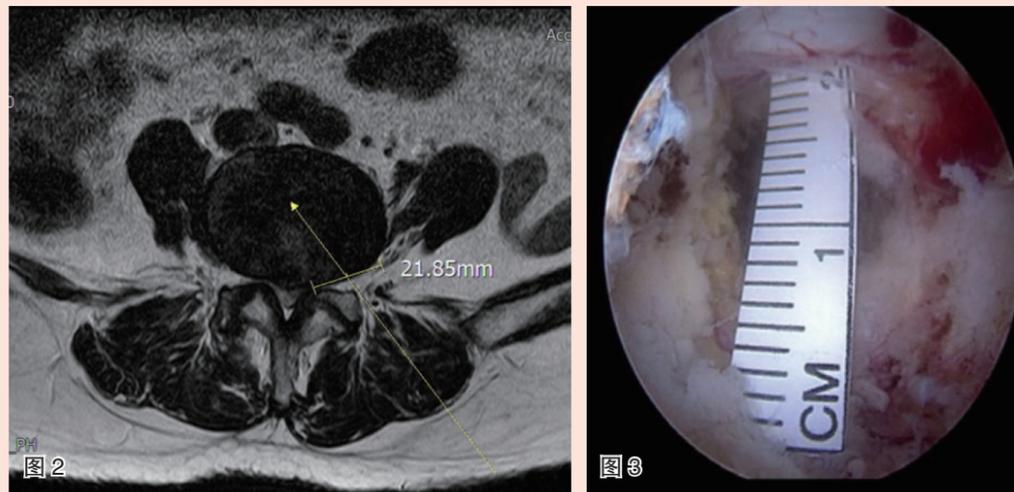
术前MRI测量。如图中患者的LEK为21.85 mm，黄线为该融合器理想的植入角度
